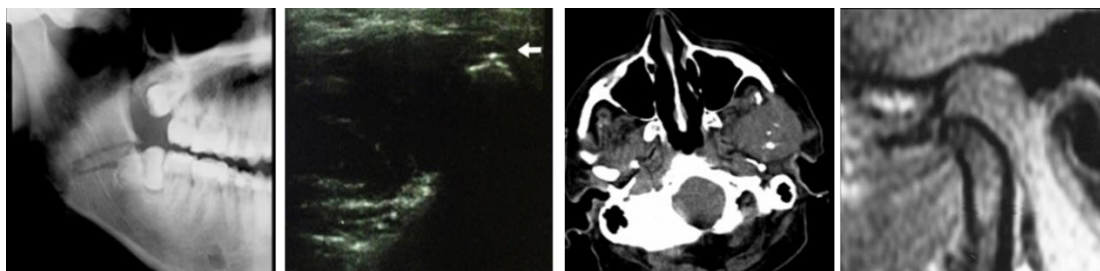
Exemplos de técnicas de imagem usadas no diagnóstico da ATM. Da esquerda para a direita – radiografia, ecografia, TAC e IRM. Adaptado de (Ferreira et al., 2016).
